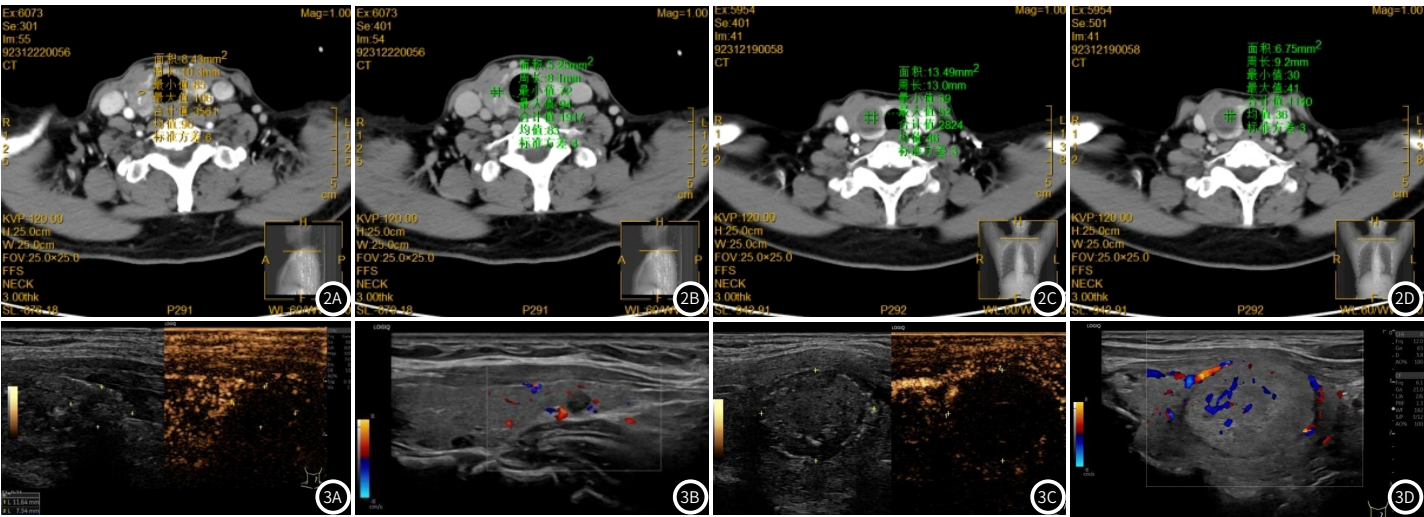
2D 良性甲状腺结节的CT双期增强扫描图像。图2A-2B 女，68岁，2A为恶性TNS动脉期，2B为恶性TNS静脉期，可见钙化灶。图2C-2D 女，71岁，2C为良性TNS动脉期，2D为良性TNS静脉期，病灶与正常甲状腺组织边界清晰。
